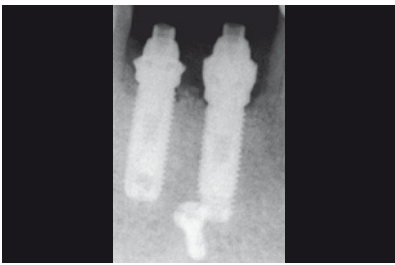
Radiografia di controllo 9 mesi dopo l'intervento. Si noti la stabilizzazione del livello osseo e l'aumento di densità del sito.
